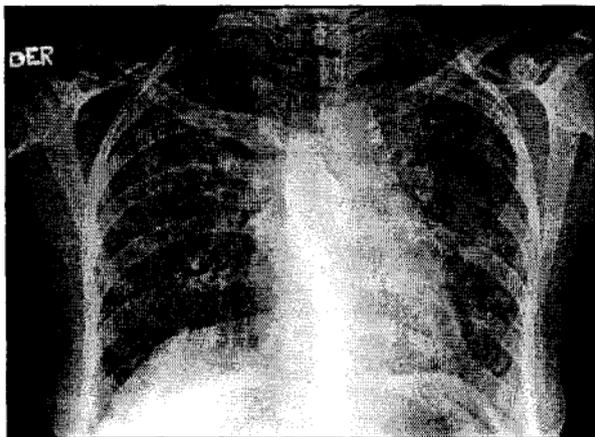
Radiografía del tórax inicial
